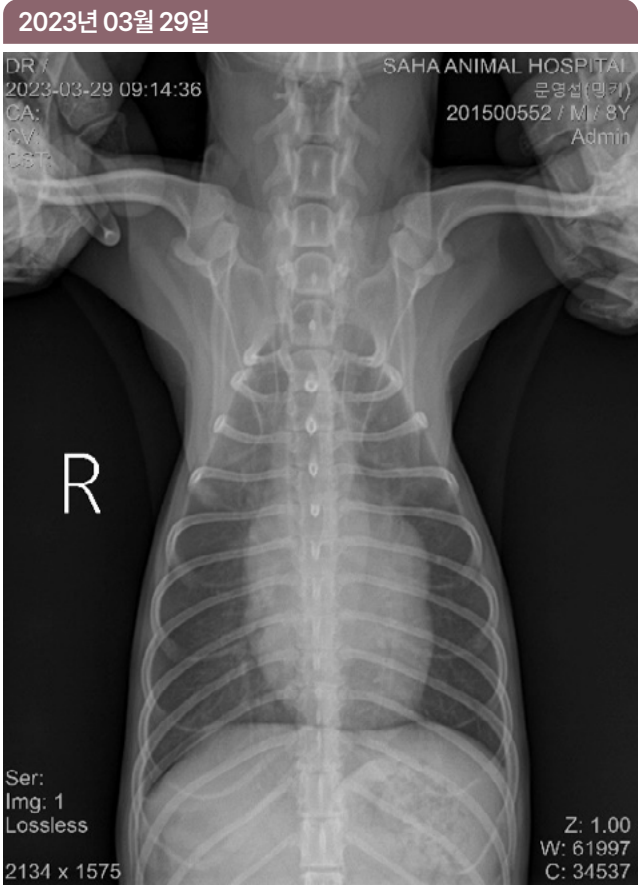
> 2023년 03월 29일 방사선체크
